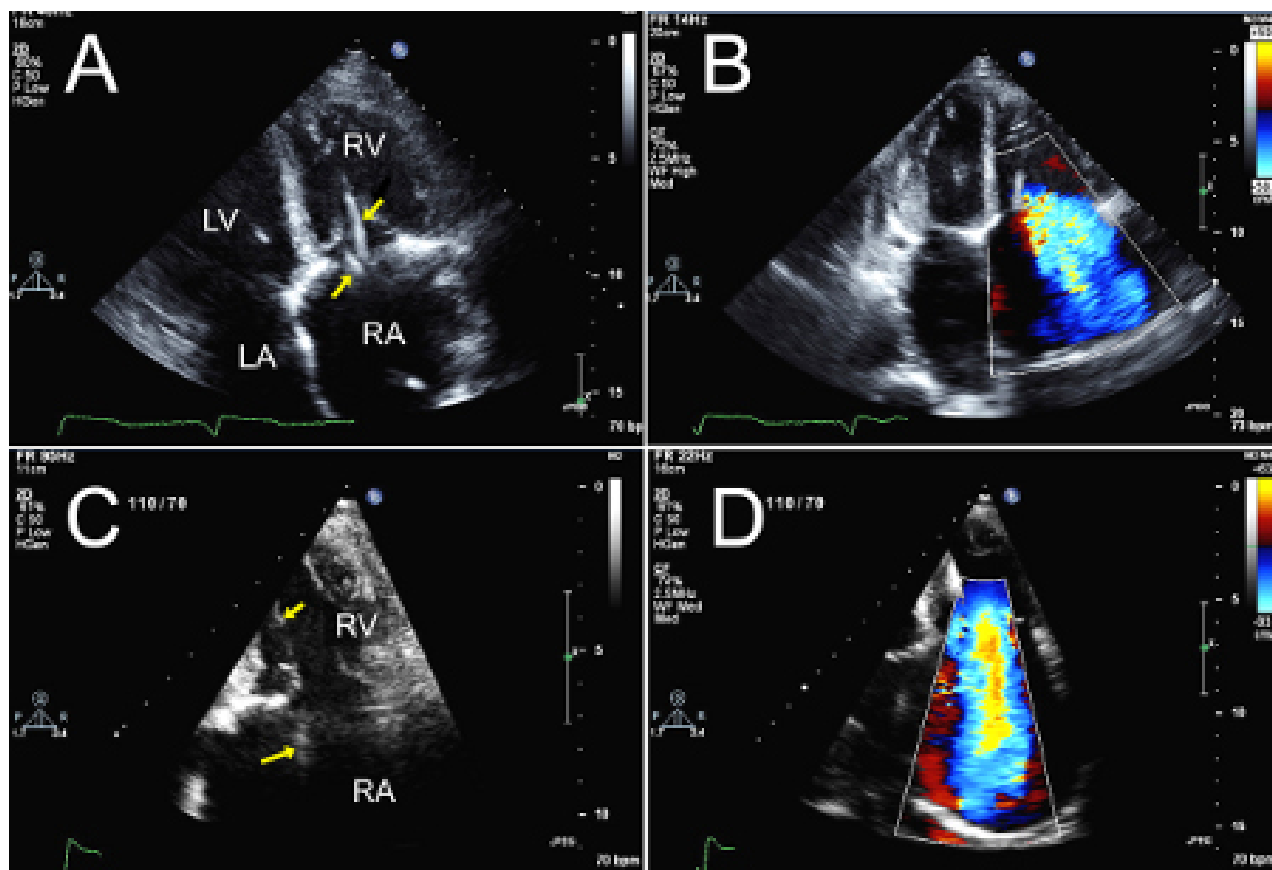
Dois pacientes encaminhados por regurgitação tricúspide grave após implantação de marca-passo. A, C. Vistas apicais de 4 câmaras (formato de exibição da Mayo Clinic com ventrículo direito à direita) mostrando o pinçamento dos folhetos tricúspides pelos fios do marca-passo (setas). Observe a presença de dois fios do ventrículo direito no primeiro paciente (painel A; um fio ativo, outro abandonado). B, D. Imagens correspondentes de Doppler colorido demonstrando regurgitação tricúspide grave devida ao pinçamento pelo fio.
